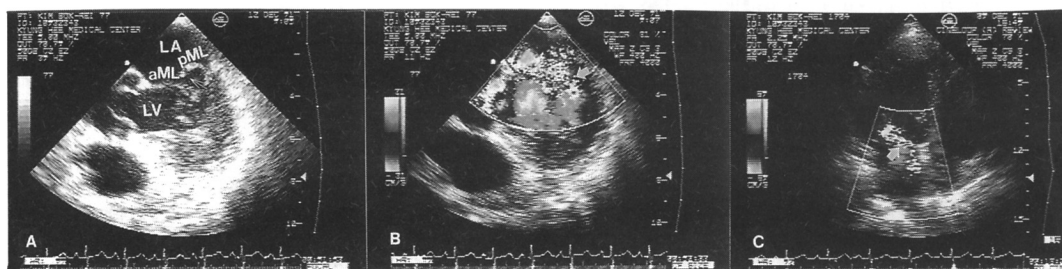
A : Transesophageal four chamber view, showing abnormal leaflet coaptation and displacement of posterior leaflet into left atrium in systole.
